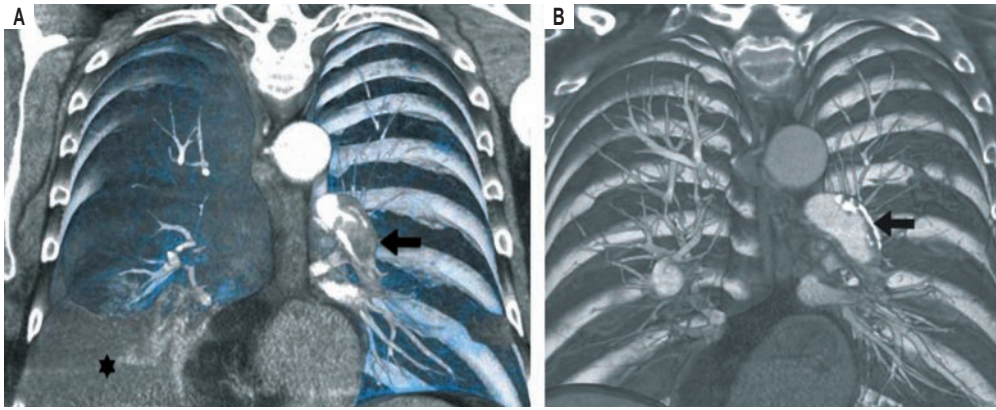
А – компьютерно-томографическая ангиопульмонограмма с объемным рендерингом: во фронтальной проекции – острая тромбоземболия легочной артерии в левой нижней доле (стрелка; * – плевральный выпот справа); В – 2 года спустя развилась хроническая тромбоземболическая легочная гипертензия с эксцентрическим кальцинированным тромбом (стрелка)
